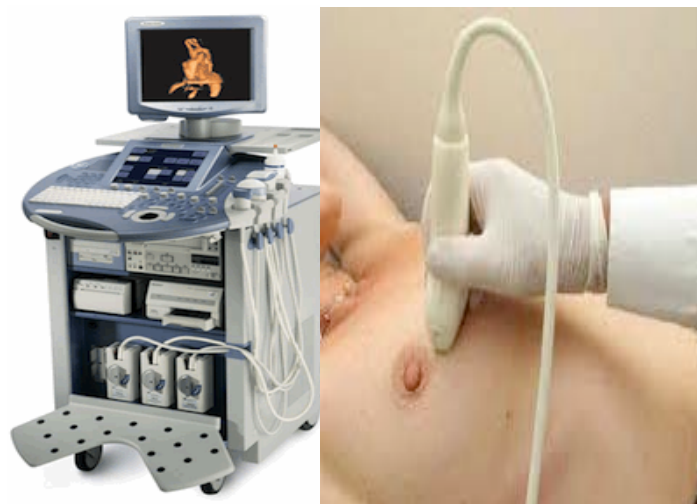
Appareil d'échographie équipé d'une sonde linéaire large bande de haute fréquence.
